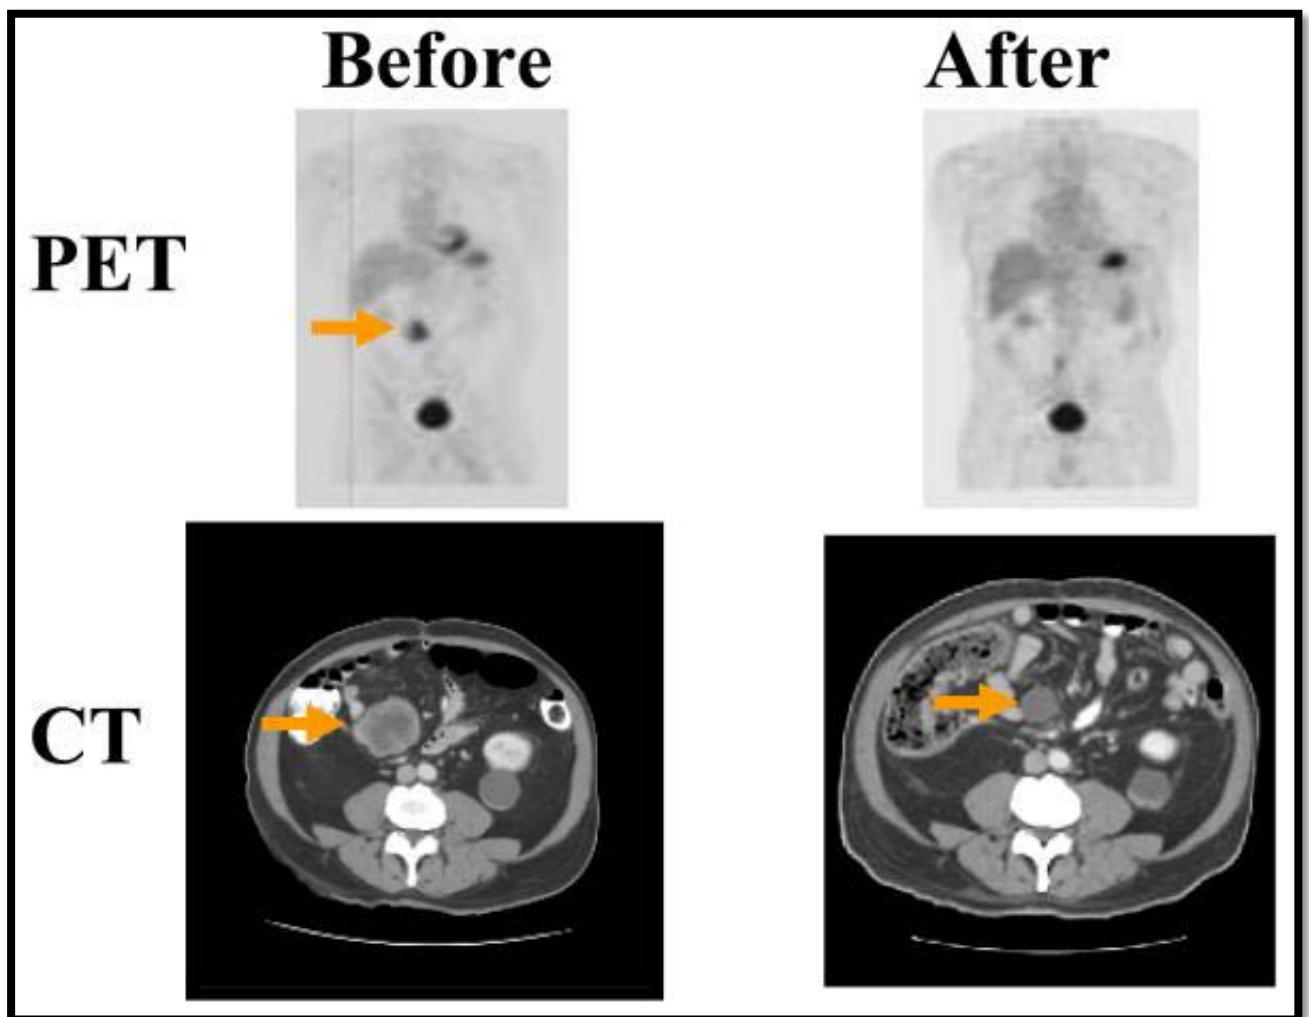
[69] PET Scanner et TDM abdominale réalisées dans le cadre de l'évaluation de la réponse à l'Imatinib dans le cas d'une GIST. La récurrence péritonéale (c) se manifeste par une absorption accrue de la TEP-scan (a). L'imatinib a été utilisé pendant plusieurs semaines et il y a eu une réponse partielle, avec une réduction de la taille de la tumeur (d) et une absence d'absorption de PET (b). [68]
